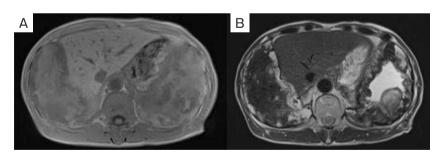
Magnetic resonance imaging (MRI). (A) T1-weighted image. (B) T2-weighted image. Chest contrast-enhanced T2-weighted MRI showed low intensity inside the right intrathoracic mass, indicating an old hematoma, and pale hyperintensity of the margin, indicating a relatively new hematoma. Chest contrast-enhanced MRI revealed pale hyperintensity on T1-weighted images and a strong hyperintensity on T2-weighted images in the center of the left intrathoracic mass, which was believed to be accumulated bloody pleural effusion. Both new and old hematomas were observed in the marginal area.
